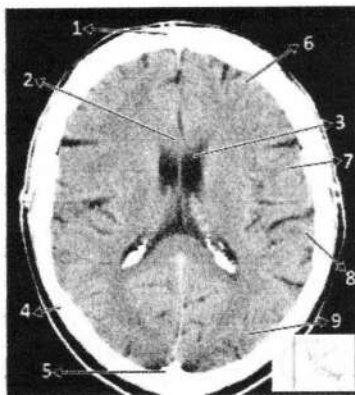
Anatomi Otak Irisan *cross sectional* 7 pada CT (Moeller, 2007)
